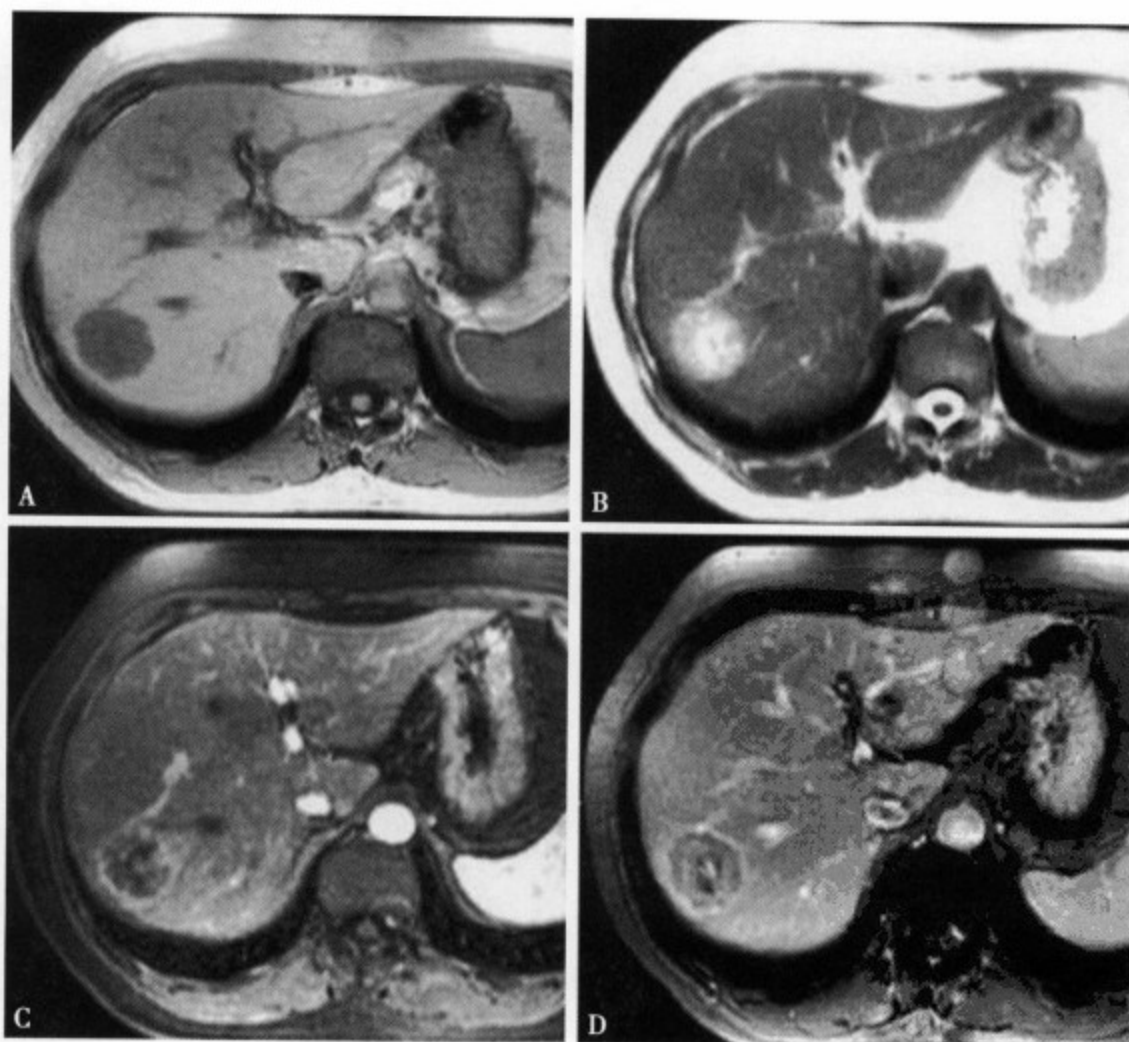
女, 42 岁, 直肠腺癌术后 2 个月, 肝转移。MRI 平扫、增强扫描, 平扫示肝右叶见一长 T_1 长 T_2 信号类圆形病灶, 增强扫描动脉期和门静脉期病灶呈环形强化
